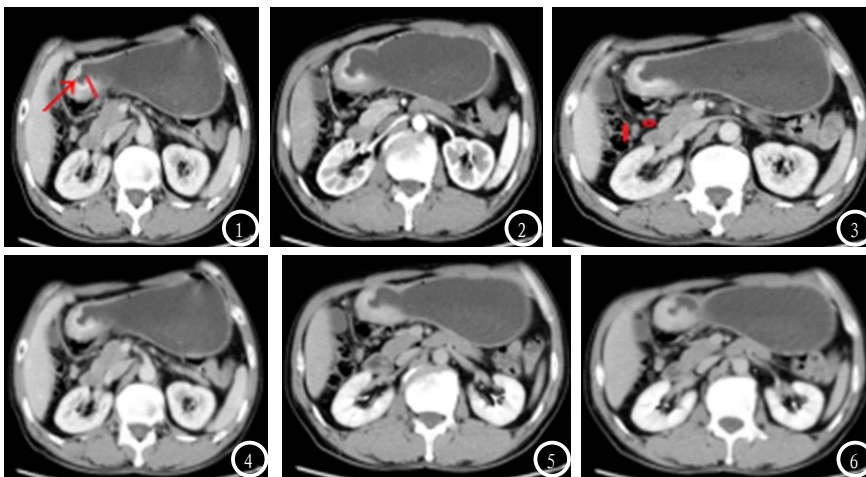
CT增强扫描动脉期横断面示胃窦部壁明显增厚,最厚处约(→)20mm,壁呈明显强化,CT值约97HU。图3-4 CT增强扫描静脉期示增厚胃窦部壁呈持续强化,CT值分别为80HU,并见肿大淋巴结强化(红圈)。图5-6 CT增强扫描延迟期示增厚胃窦部壁呈持续强化,CT值分别为75HU。
